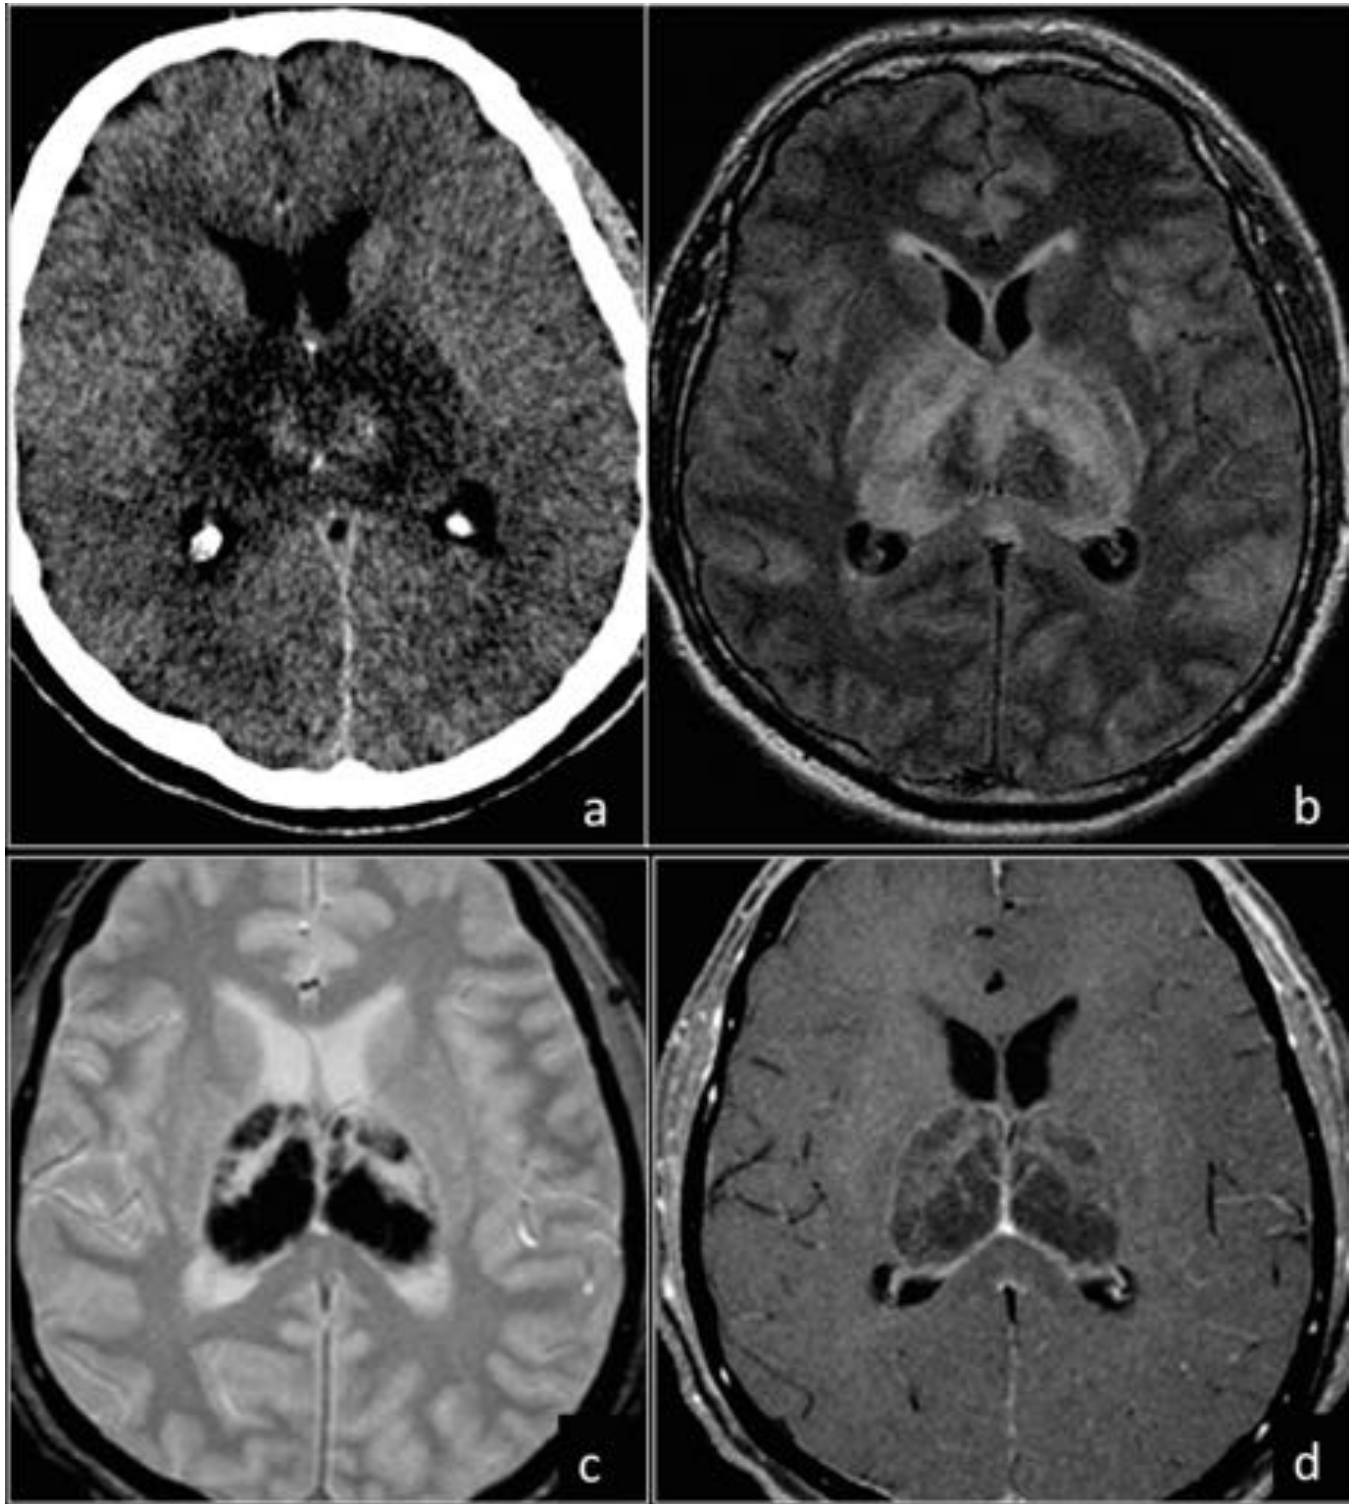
Paciente con encefalitis herpética evolucionada. La TC simple (a) muestra hipodensidad cápsulo-lenticular y en tálamos. La RM revela aumento de señal bilateral y simétrica en FLAIR (b) de tálamos, brazos posteriores de cápsulas internas, núcleos pálidos, cápsulas externas y esplenio del cuerpo calloso, con hiposeñal en secuencias T2GE (c) que traduce componente hemorrágico. En secuencias con CIV se visualiza un realce lineal en la periferia de ambos tálamos por rotura de la BHE.
